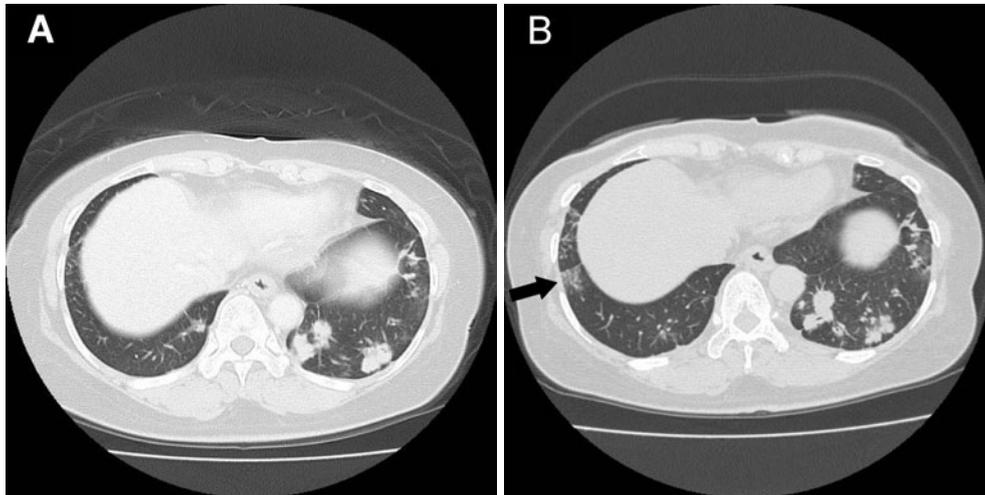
Patient 3. (A) Chest CT scan before initiation of panitumumab shows no findings of ILD. (B) A chest CT scan on day 15 demonstrates ground-glass opacity in the right lower lobe (arrow) and small nodules in the bilateral lobes.
